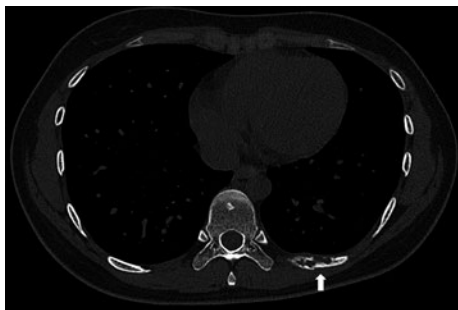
A chest simple CT scan revealed bone lytic lesion and a fracture at the left 9th rib.
